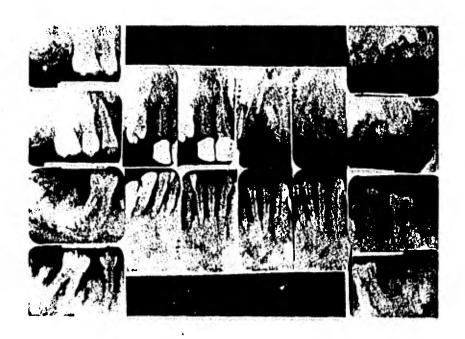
Radiografías de la boca completa de una mujer - negra asíntomática de 43 años de edad presentando opaci-- dades irregularmente extensivas que involucran aréas dese dentadas y con dientes.
